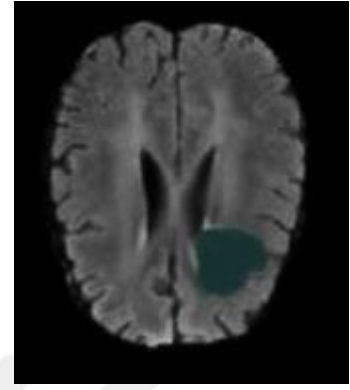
Figshare veri setinde bulunan MRI görüntüleri, bu görüntülerde bulunan orijinal tümörler ve kullanılan U-Net + VGG16 mimarisi ile elde edilen tahmin sonuçları aşağıda gösterilmiştir.
